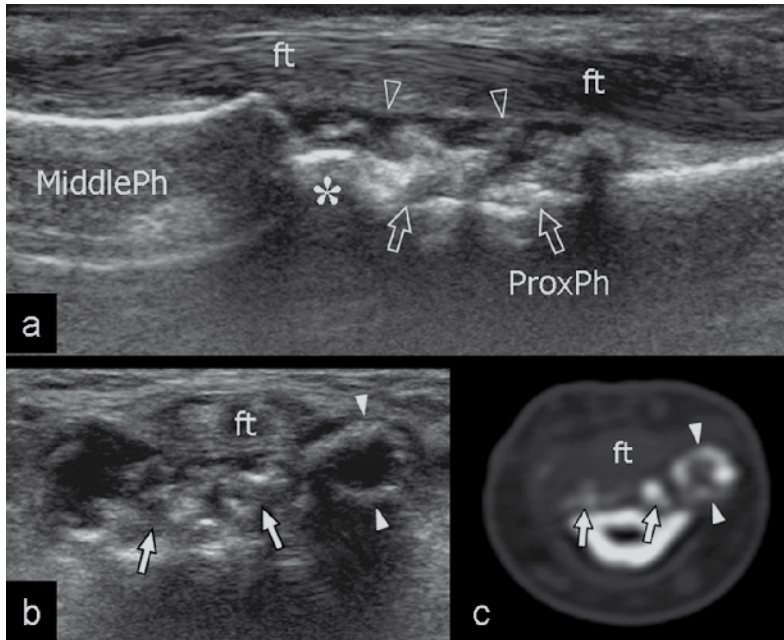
a Longitudinal and b transverse 17–5 MHz US images reveal a cluster of calcifications (arrows) contained within the palmar recess (open arrowheads) of the proximal interphalangeal joint, deep to the flexor tendons (ft), reflecting an aggregate of intraarticular loose bodies. Note the erosion of the cortical bone of the proximal phalanx (ProxPh) underlying the fragments. Asterisk, head of the proximal phalanx; MiddlePh, middle phalanx. In b, one of the fragments exhibits a peripheral calcified rim (white arrowheads) and a hypoechoic center. c Correlative CT image confirms the ring-like appearance (white arrowheads) of the fragment.
